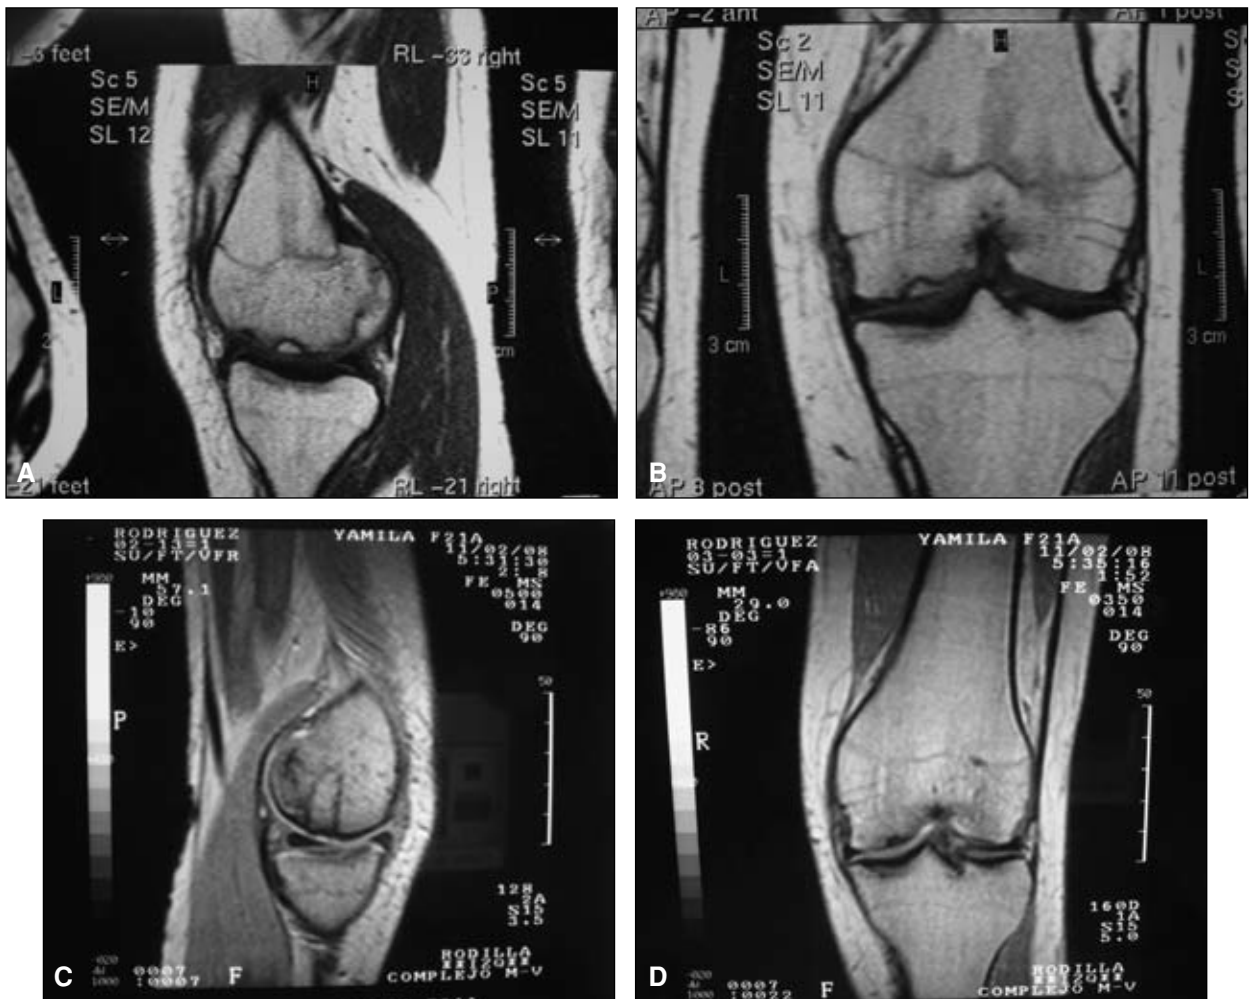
A y B. Lesión osteocondral en la zona de carga del cóndilo interno femoral en un paciente de 17 años. C y D. Resonancia magnética a los 3 años de la colocación de un injerto osteocondral autólogo en el sitio de lesión. Se observa una leve irregularidad de la cortical.
